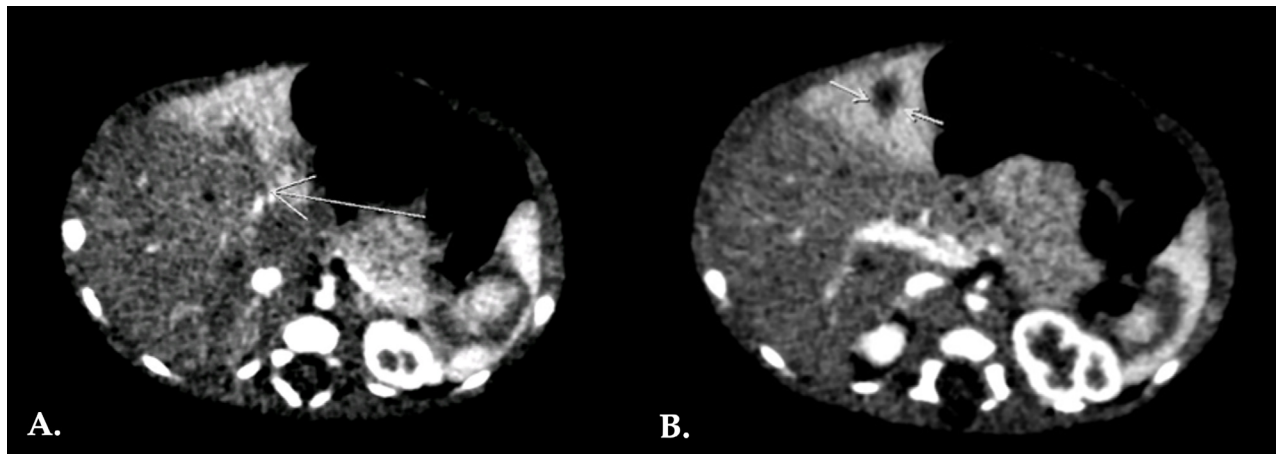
Tomografía computarizada de abdomen contrastada en plano axial (a-b) revela zona de diferencia transitoria de la atenuación en lóbulo hepático izquierdo relacionada con defecto de llenado en pars umbilical de rama izquierda de la vena porta tras la aplicación del medio de contraste.
